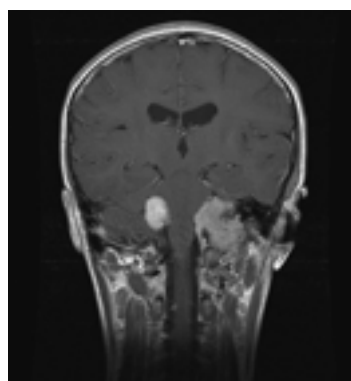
Cazul nr.7. Diagnostic: NF2. Examen MRI cranian cu substanță de contrast, secțiune coronară. Este vizibil un meningiom voluminos, parțial calcificat la nivelul piramidei petroase stângi, cu extensie la nivelul spațiului retrostilian. Tumora ajunge astfel la nivelul orofaringelui și la baza limbii.
